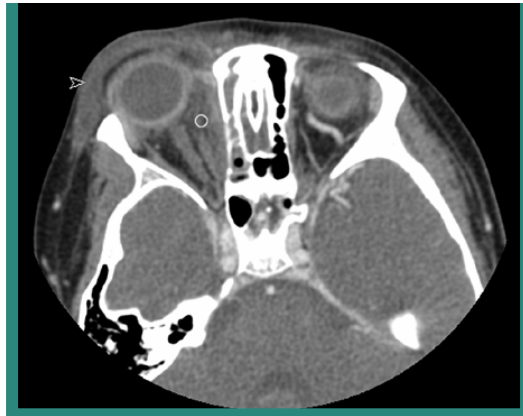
Tomografía axial de orbita que muestra imagen homogénea en zona de la orbita derecha, sin compresión de las estructuras de la orbita, correspondiendo a celulitis orbitaria ²²
